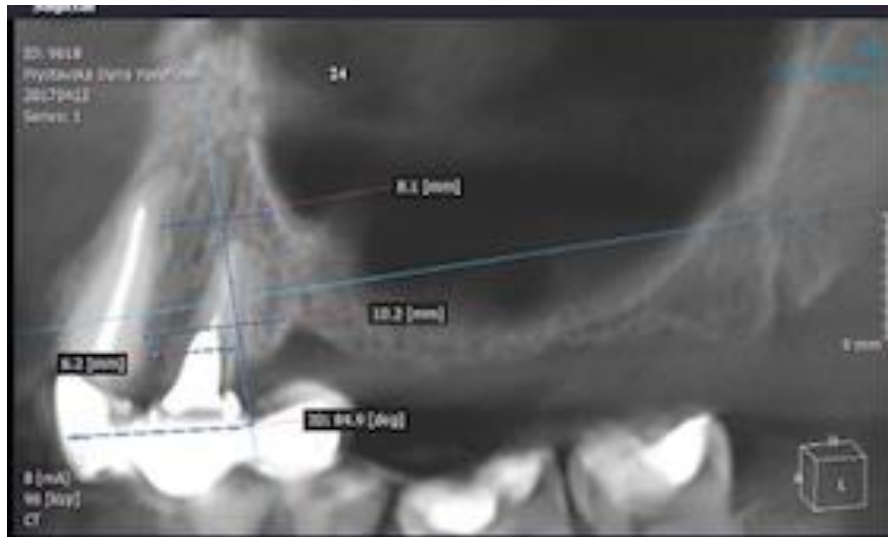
Фрагмент комп'ютерної томограми пац. П., 1970 р.н. Діагноз: «Періодонтит 2.4. Часткова адентія ВЩ у дистальній ділянці зліва»
